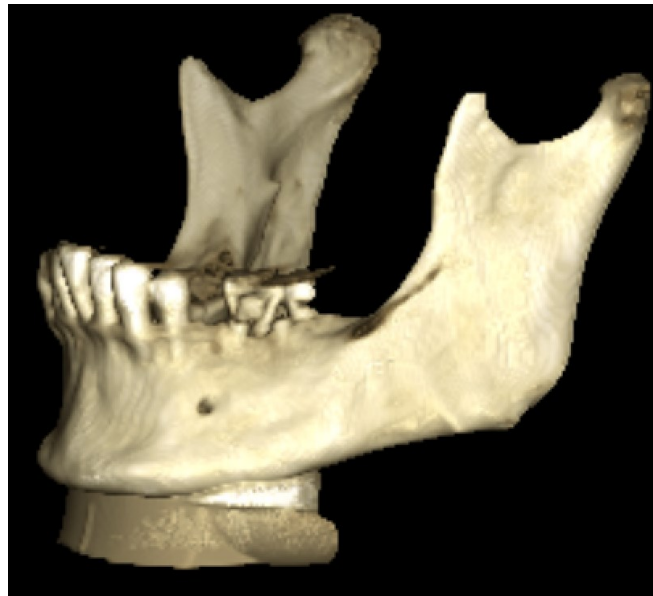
Reconstrução tridimensional da mandíbula obtida do CBCT
